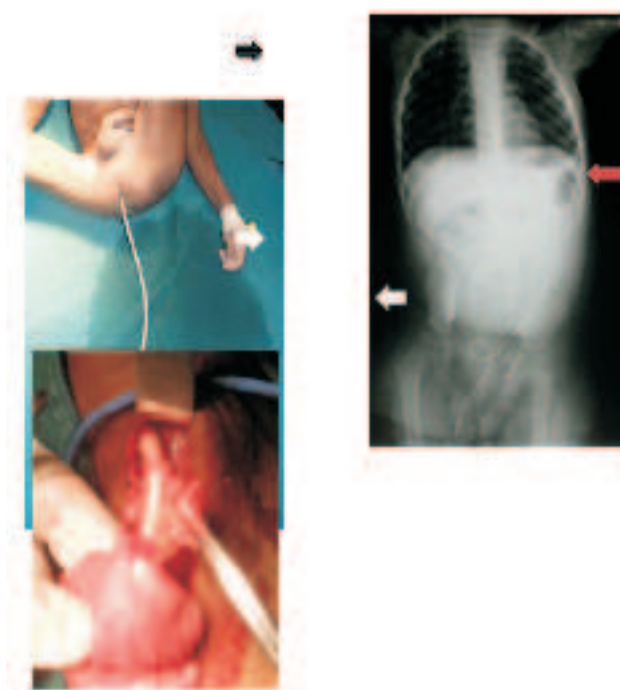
Aspect radioclinique et per opératoire d'une protrusion anale du cathéter abdominal après une dérivation ventriculo-péritonéale. a) : protrusion du cathéter anale par l'anus, b) : radiographie thoracoabdominale montrant le cathéter abdominale (flèche blanche) migrant hors de l'abdomen c) : vue per opératoire d'une perforation (flèche noire) de viscère par la cathéter abdominal.
